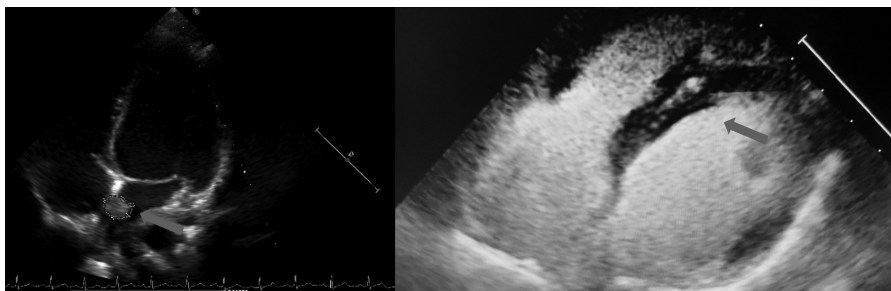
A sinistra, l'immagine ecocardiografica in scansione apicale quattro camere mostra una massa rotondeggiante in atrio sinistro di circa 10 x 12 mm, adesa al setto interatriale, adiacente la fossa ovale, dov'è stata documentata la presenza concomitante di un forame ovale pervio; l'aspetto è disomogeneo, isoecogeno e tondeggiante. A destra, dopo somministrazione di mezzo di contrasto ecocardiografico sonicated SonoVue (Bracco s.p.a., Italia), la massa scompare escludendo così la possibilità che si tratti di un trombo.
